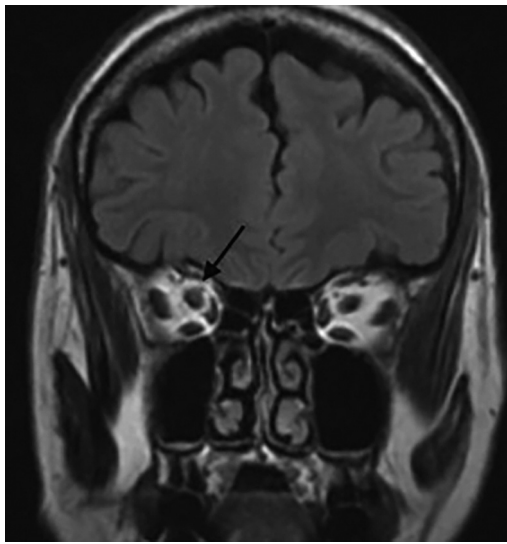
corte coronal T2 flair de la RMN en donde se observa un incremento de la señal alrededor del nervio óptico señalado con la flecha.
